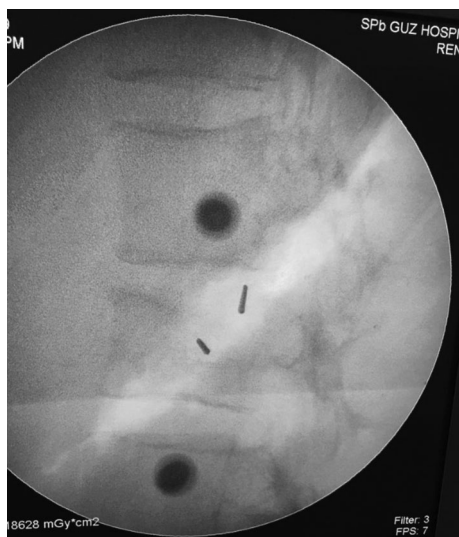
Фотоснимок интраоперационной рентгенографии поясничных позвонков в боковой проекции
